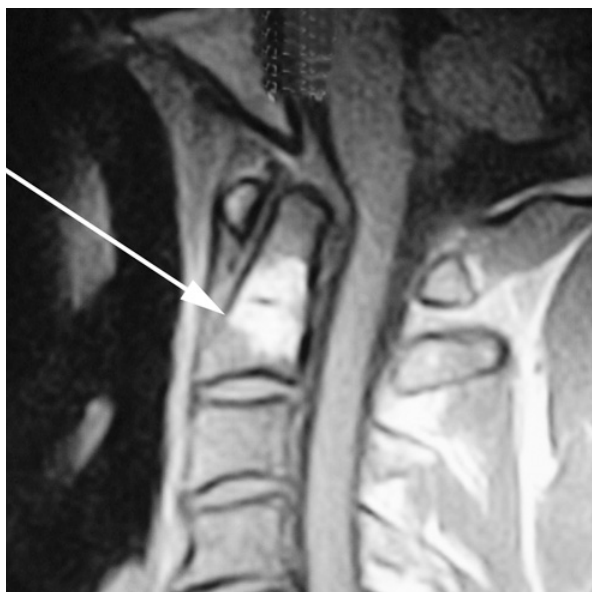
МРТ шейного отдела позвоночника. T1-ВИ. Срединный сагиттальный срез. Гемангиома тела C2
